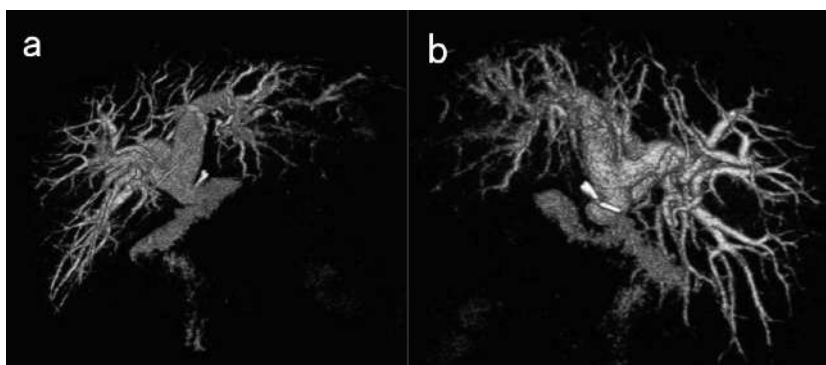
DIC-CT:造影剤の腸管への流出を認め、不完全狭窄または瘻孔の存在を疑う。
